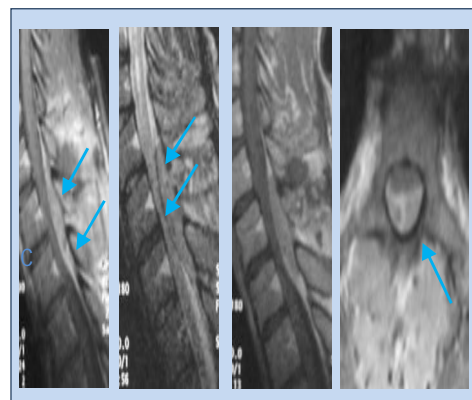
IRM médullaire montrant la masse épidurale: Compression postérieure en C7-D1 (Flèches ↙)
